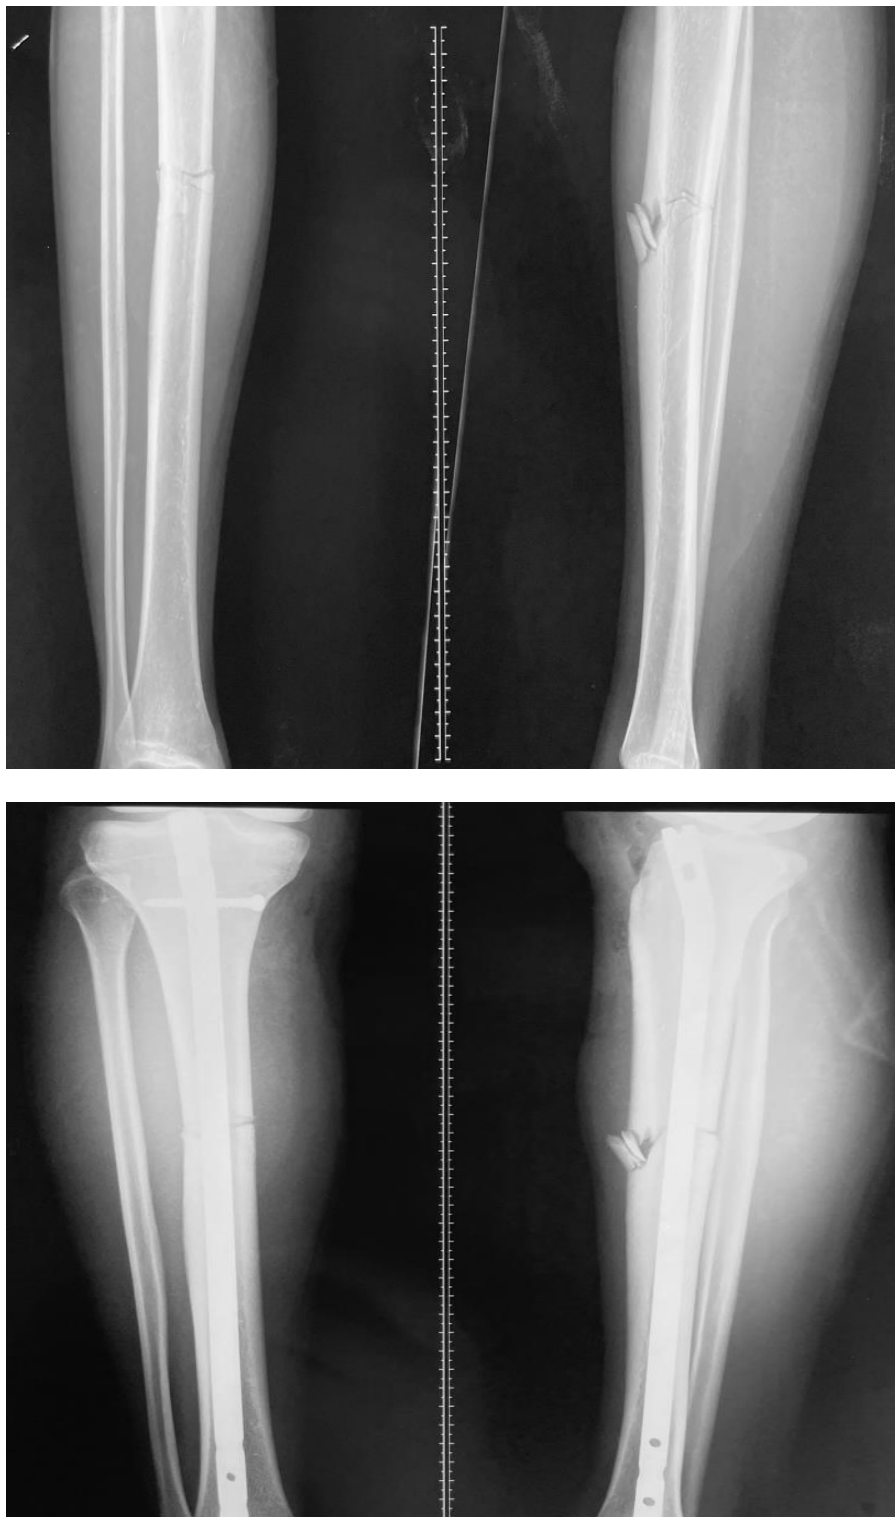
Patient de 24 ans présentant une fracture ouverte de jambe de type II selon Gustilo et Anderson : radiographies préopératoires et postopératoires immédiates (IO) de la jambe.
